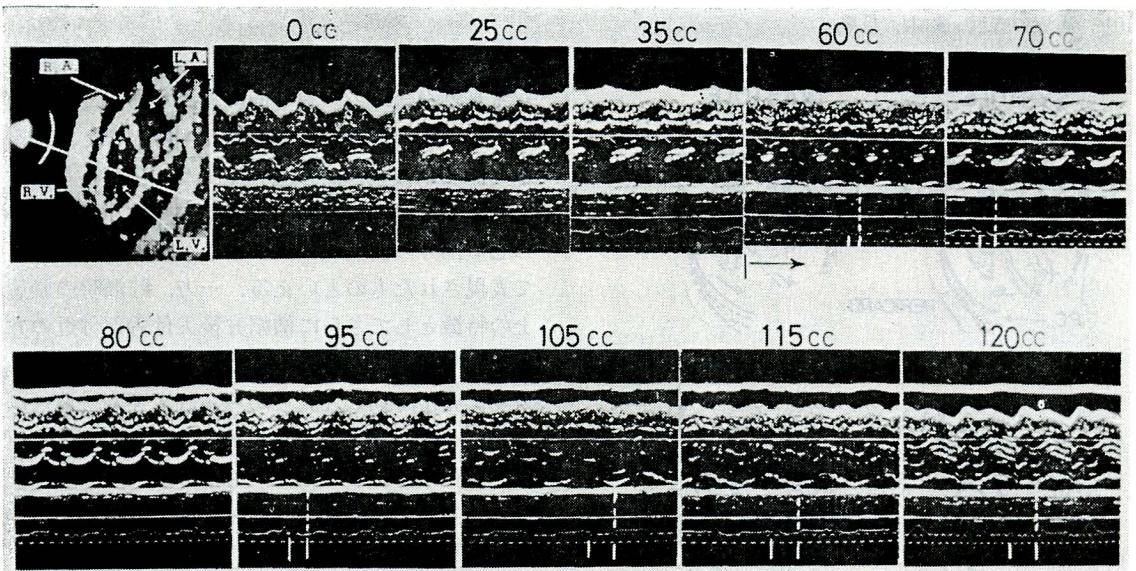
Alterations in UCG pattern when the amount of infused fluid was increased. These UCG were obtained when the ultrasonic beam was projected towards the left ventricle as shown by the white arrow on the tomogram
